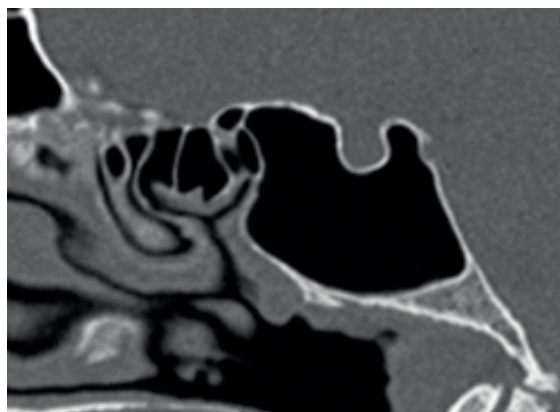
TC Sagital en ventana ósea que muestra la neumatización del SE de tipo postsellar IVb. Hospital Militar Central de Bogotá, Colombia; 2021.
